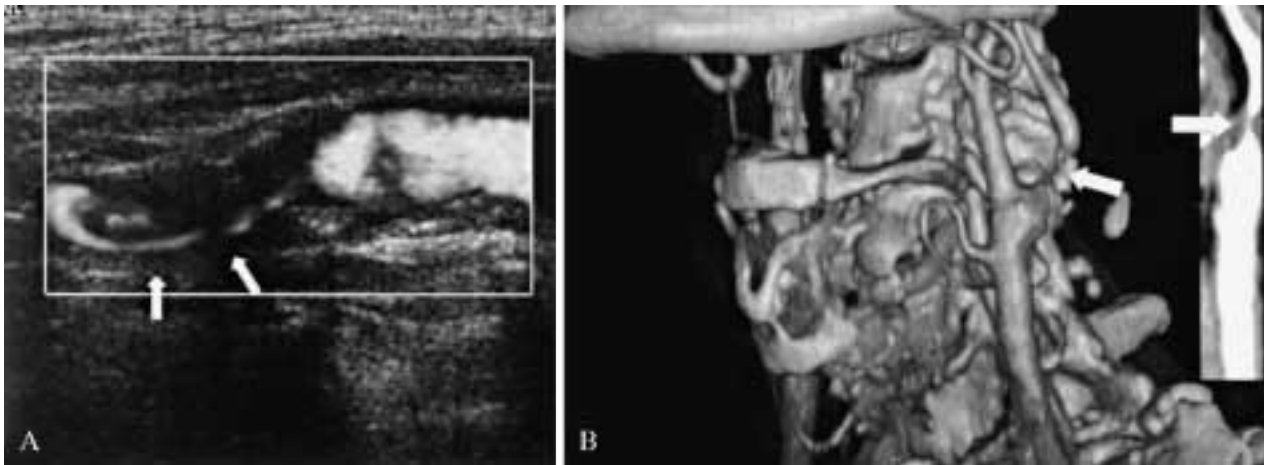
Arteria carotide interna sinistra con stenosi severa dimostrata all'ecografia con power Doppler e all'angio-TC. La scansione sagittale con power Doppler (A) mostra una arteria quasi completamente occlusa (freccie), con un flusso residuo che rende ancora possibile l'intervento chirurgico o angioplastico. L'angio-TC (B), con riformattazioni volume rendering e multiplanari curve (nel riquadro piccolo a destra dell'immagine), conferma la stenosi preocclusiva del lume arterioso (freccie) e dimostra la regolarità del vaso a valle.
